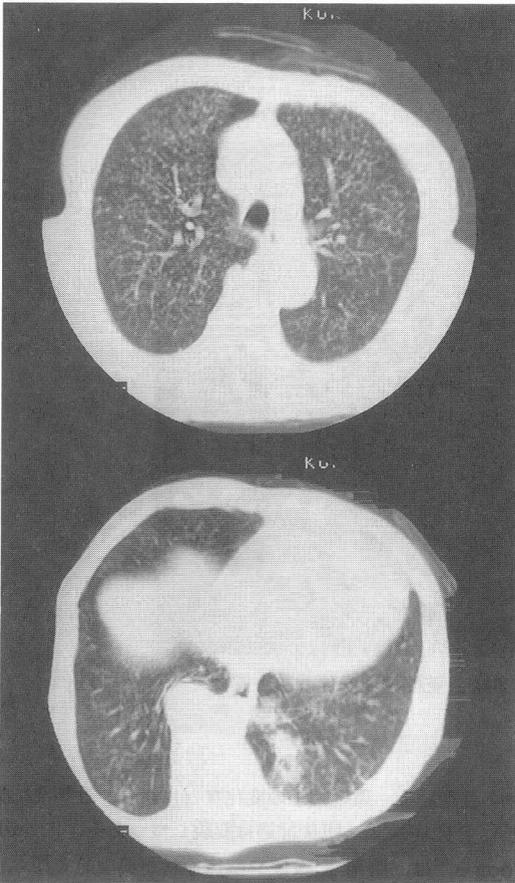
胸部 CT 所見。胸部 X 線同様両肺野に瀰漫性の小粒状影と左下葉に結節影を認める。
